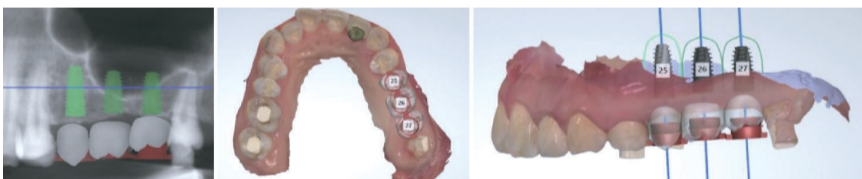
1_ 디지털 영상장치를 통한 Data(CT Data & Intraoral Scan Data) 및 모의시술
